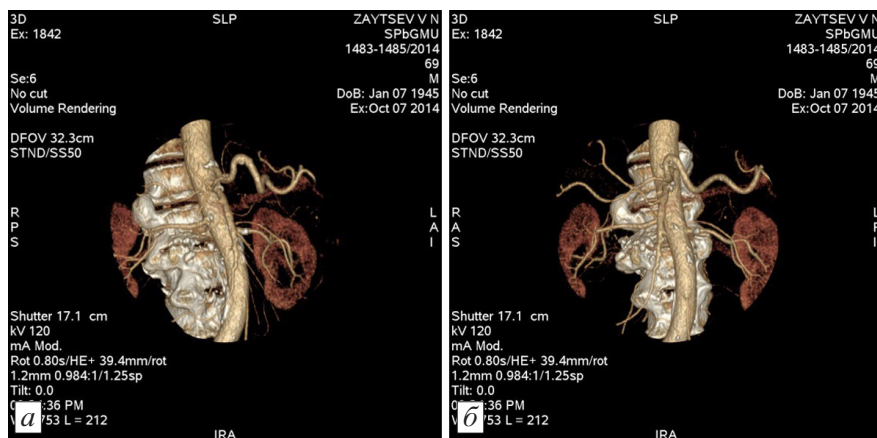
СКТ-ангиография органов брюшной полости (трехмерное моделирование сосудов).
